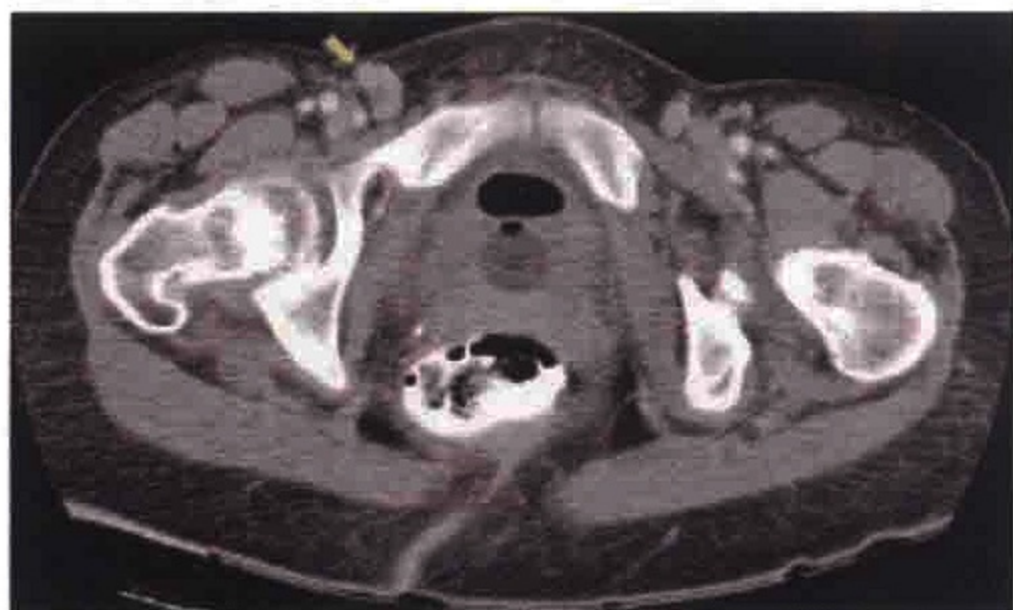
横轴位 CT 图像示黑色素瘤患者右侧腹股沟淋巴结肿大（箭）
